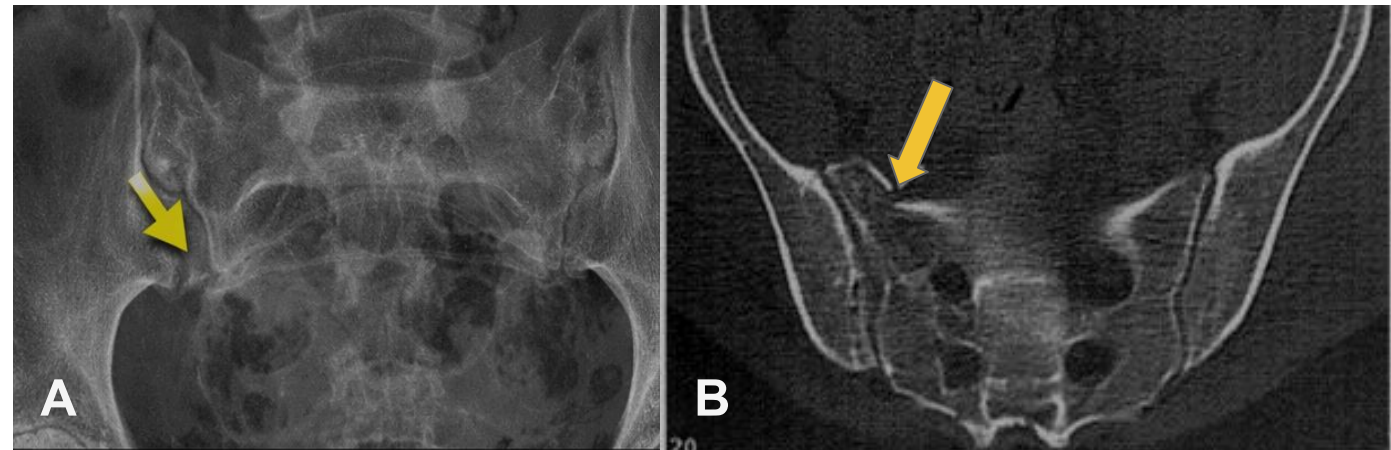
Fractura sacra tipo I según la clasificación de Denis. Radiografía AP de pelvis (A) y TC axial de pelvis (B) en ventana ósea, que muestra trazo de fractura localizado en el ala sacra derecha (flecha amarilla), lateral a los forámenes sacros.
